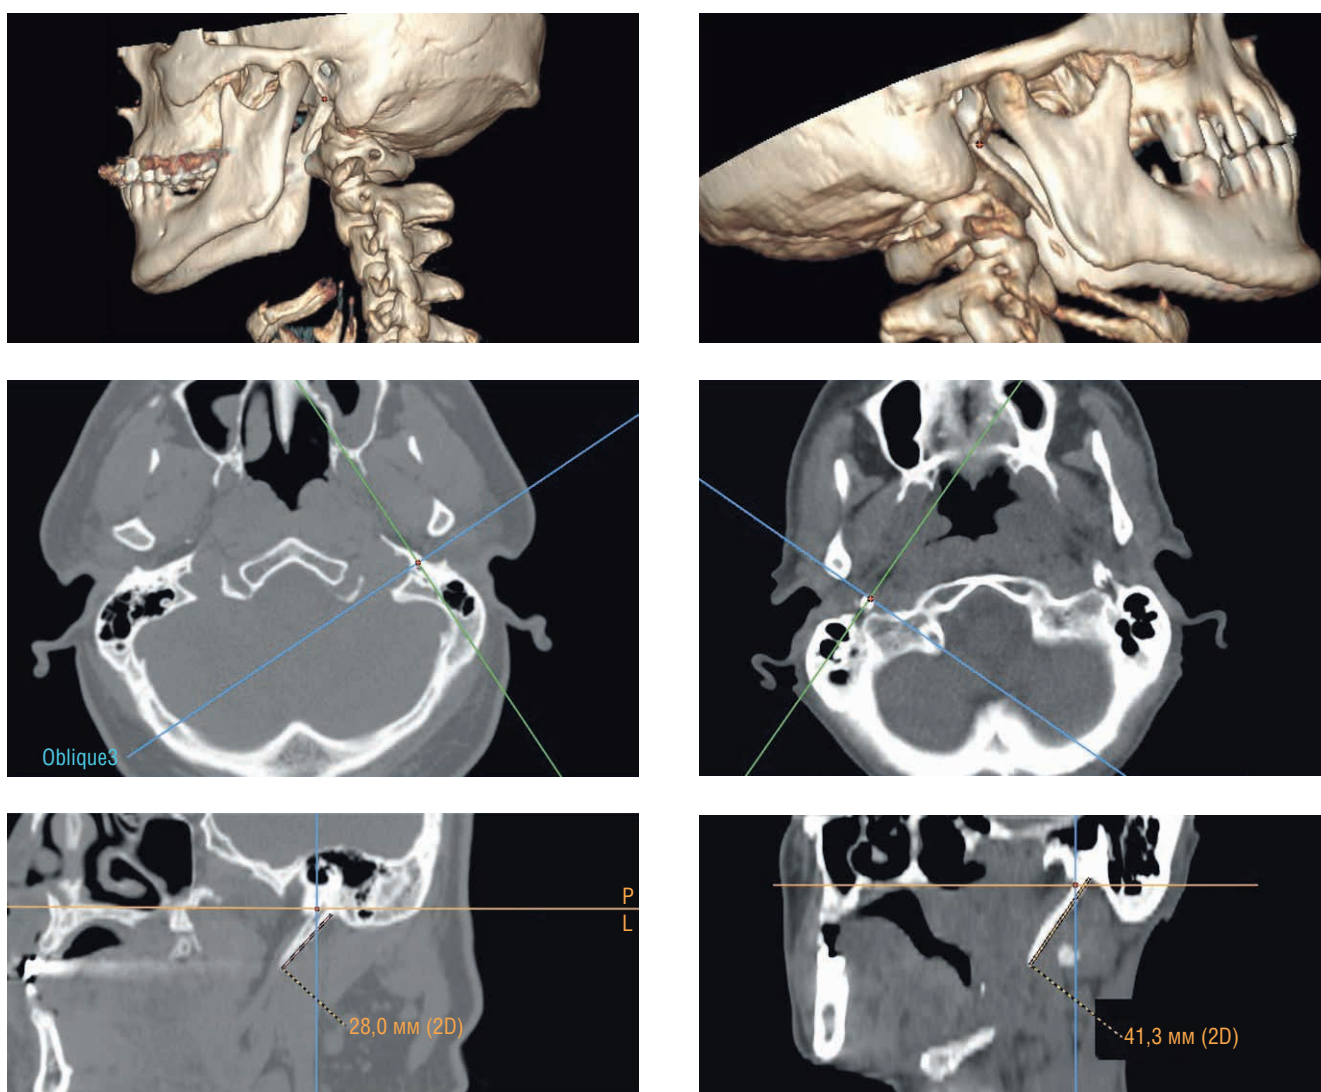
Измерение длины шиловидного отростка по данным мультиспиральной компьютерной томографии при построении объемных и мультипланарных реконструкций у пациентов с длиной шиловидных отростков до 30 мм и более 31 мм
